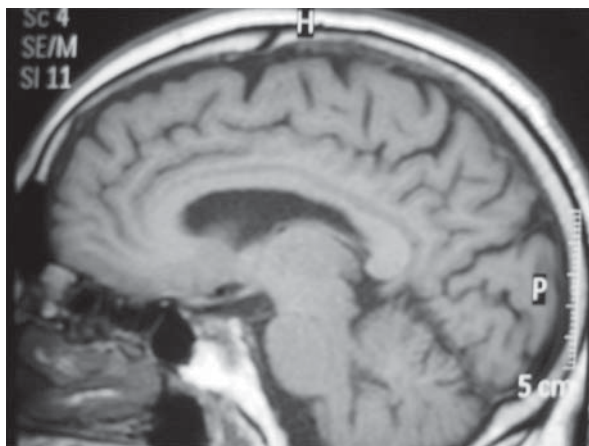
Corte sagital de la RM cerebral en secuencia T1 donde se observa hiperintenso el nervio motor ocular común (flecha).
